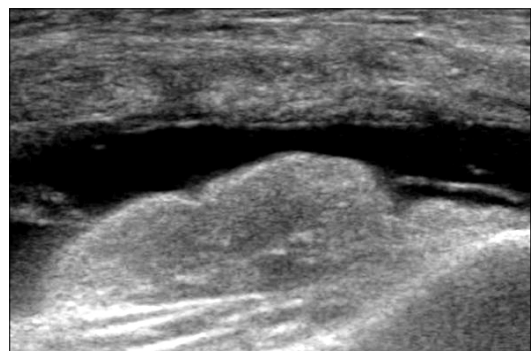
Ultrasonography of the right knee joint. An amount of joint fluid and simultaneous synovial hypertrophy are observed in the right knee joint.
